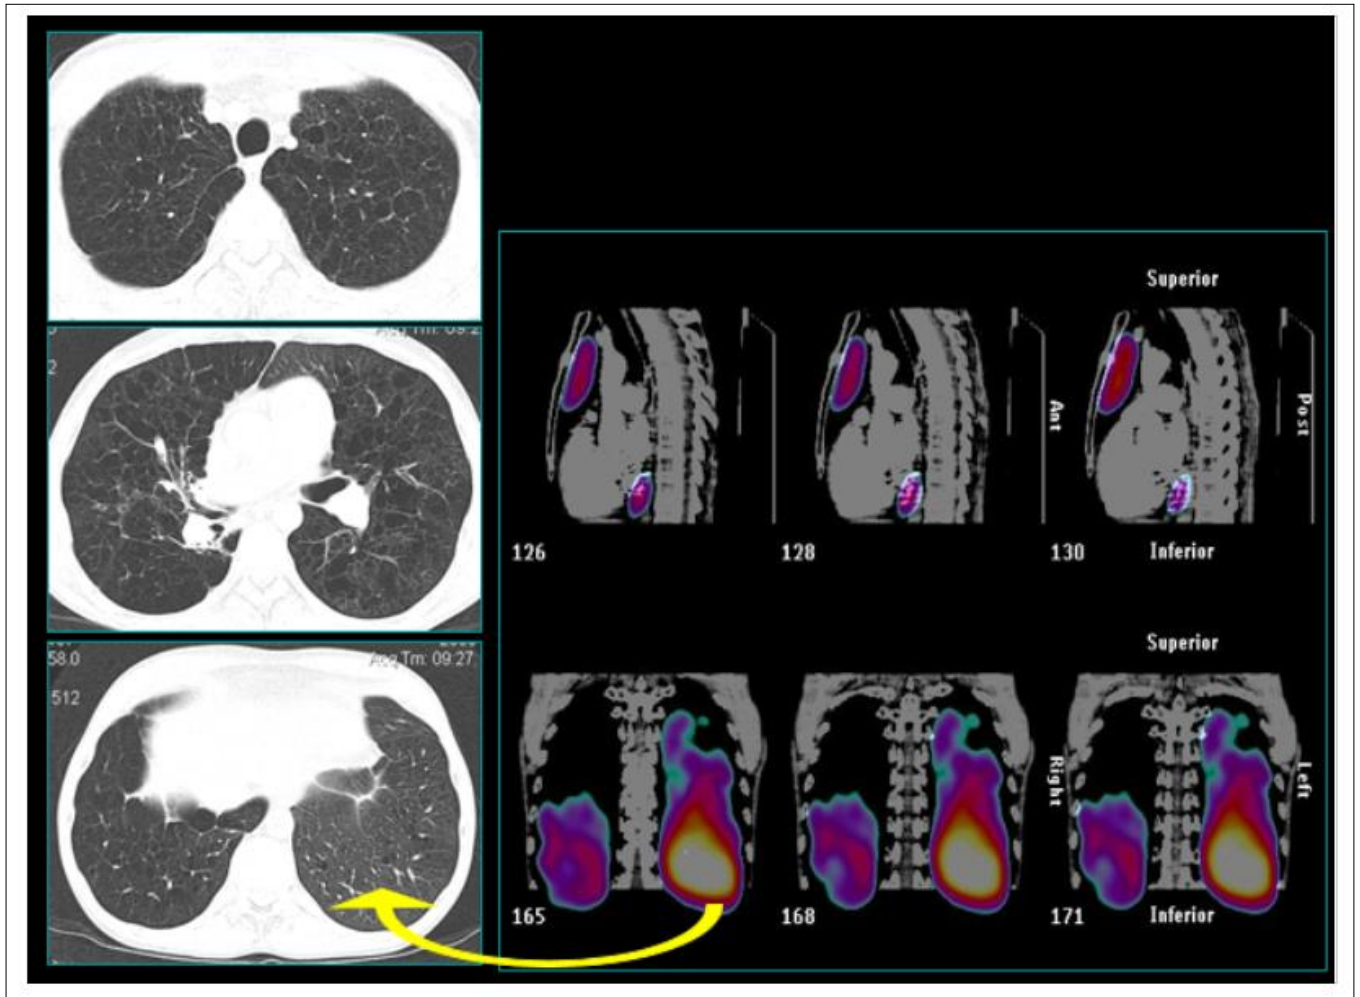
Больной Т. 35 лет. Совмещенное ОФЭКТ/КТ исследование. Морфологически наиболее сохранный (по данным КТ) нижняя доля левого легкого функционально также наиболее активна по данным ОФЭКТ (указано стрелкой)
